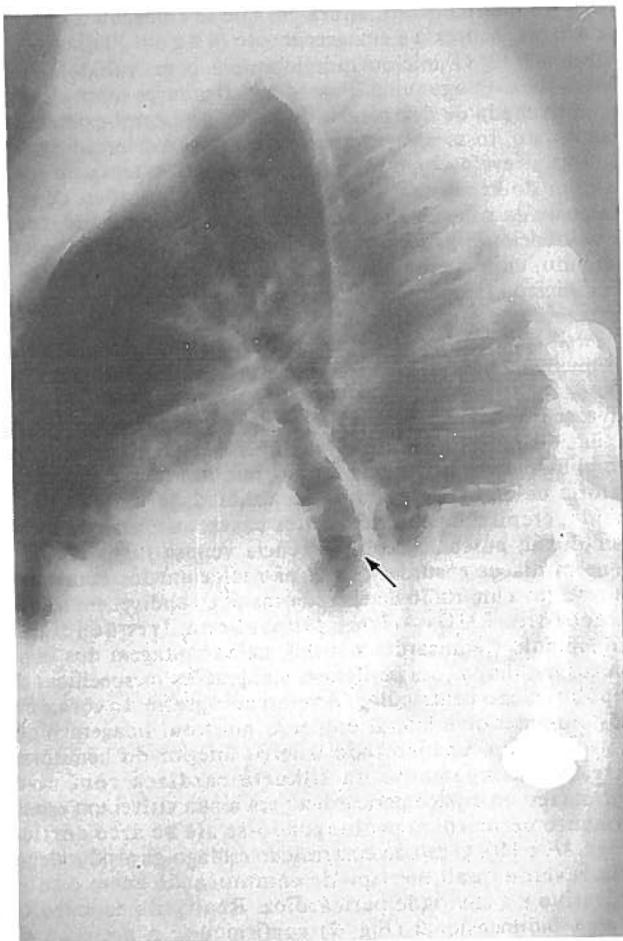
Telerradiografia do tórax de perfil. Seta mostrando o pericárdio.
